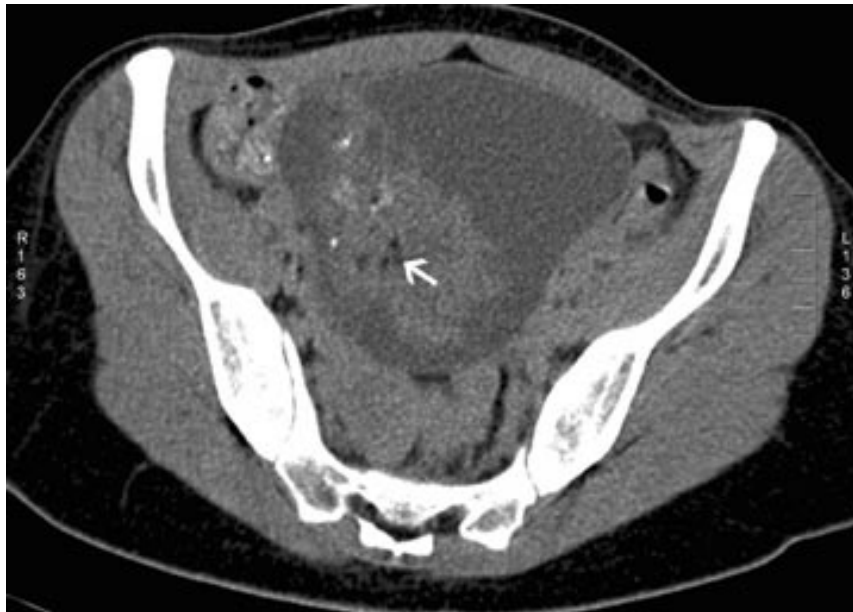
Coupe TDM axiale sans injection. Tératome immature kystique ovarien droit. Le contenu kystique est de type séreux. Quelques îlots graisseux (E) sont visualisés au sein de la composante tissulaire de la lésion [37].
